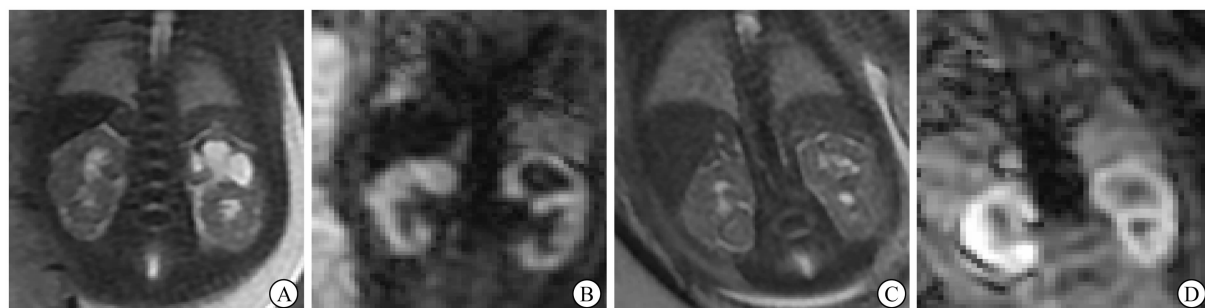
超声漏诊的 2 例胎儿重复肾畸形 孕 31⁺⁶周、30⁺⁶周。A-B: 冠位 T2WI 及 DWI 示胎儿左侧重复肾,上肾盂积水伴上肾发育不良,与下肾于肾门区汇合; C-D: 轴位 T2WI 及 DWI 示左侧重复肾畸形,上下肾盂均未见明显扩张
